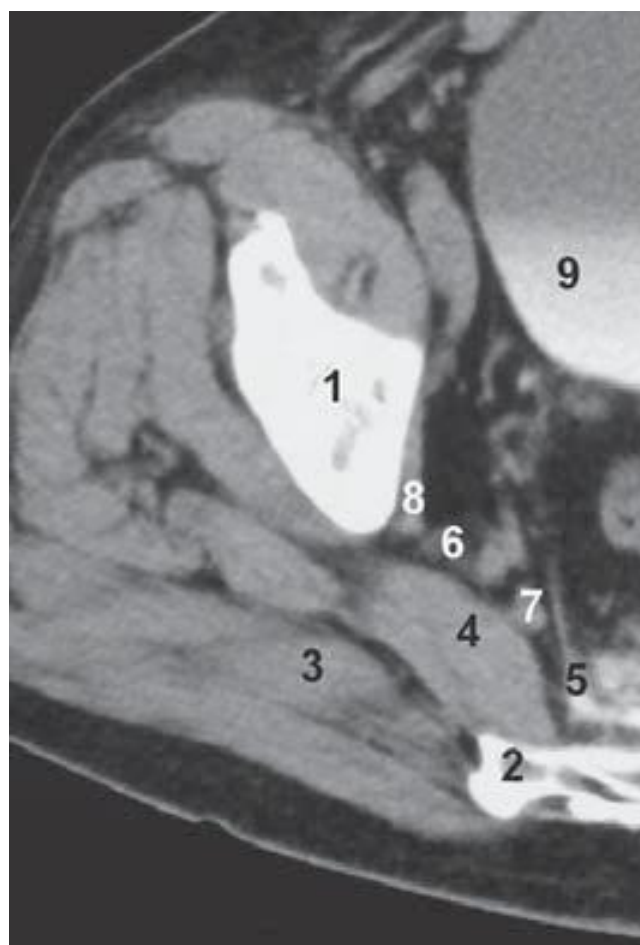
Tomografía computarizada (CT) del área parasacra, en el nivel de S3. 1, hueso iliaco; 2, sacro; 3, músculo glúteo; 4, músculo piriforme (piramidal de la pelvis); 5, aponeurosis pélvica; 6, primera raíz sacra; 7, segunda raíz sacra; 8, músculo obturador interno; 9, vejiga.
